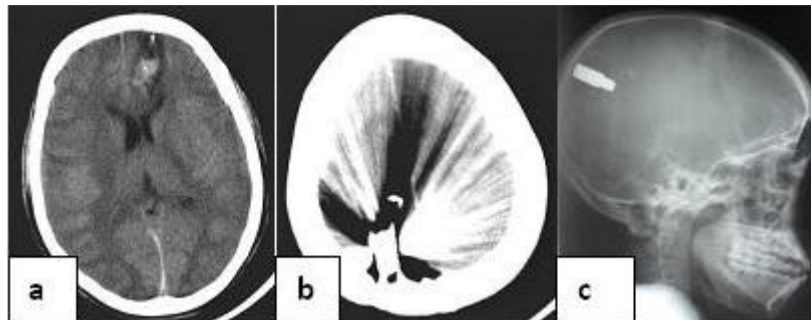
Coupe axiale au scanner cérébral montrant la porte d'entrée frontale gauche avec un hématome fusiforme (a), une migration en région occipitale droite (b) au 2ème jour d'hospitalisation. Même migration observée à la radiographie standard (c).
